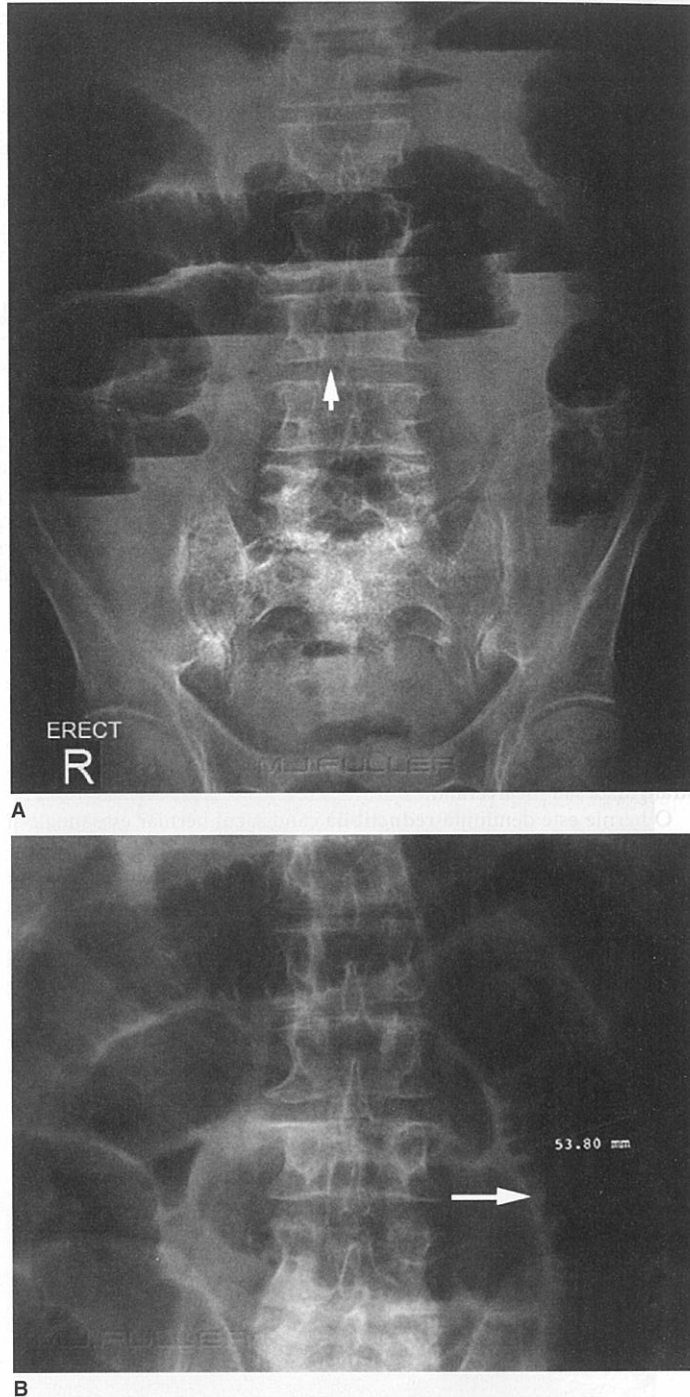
Ocluzia intestinului subțire. A. Multiple niveluri hidroaerice. B. Semn de arc elicoidal. [Reprodusă cu permisiunea Wikiradiography.com.]
